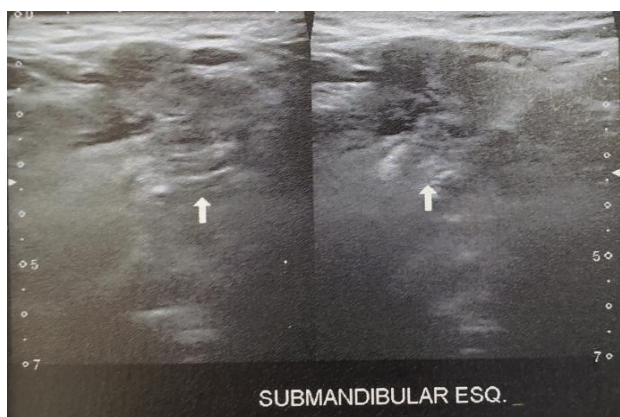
Ultrassonografia evidenciando uma imagem hiperecótica.
